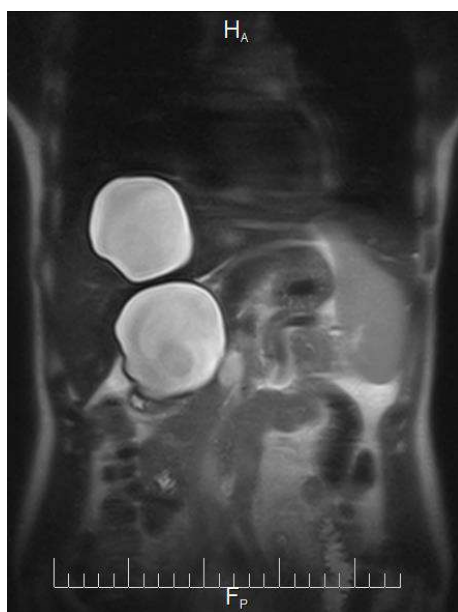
КТ ОБП. Кистозный эхинококкоз IV а-в сегменты.
